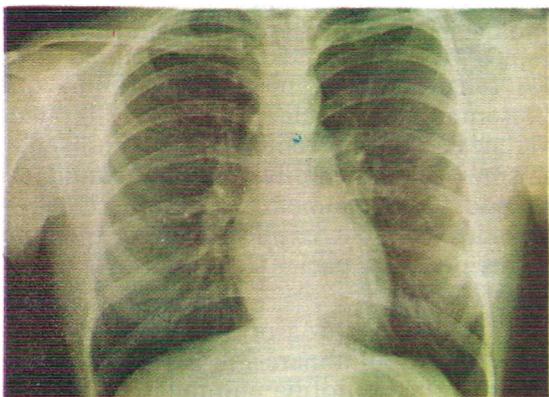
Caso 2: Radiografía de tórax mostrando infiltrados intersticiales densos y otros cambios pulmonares de tipo crónico.
